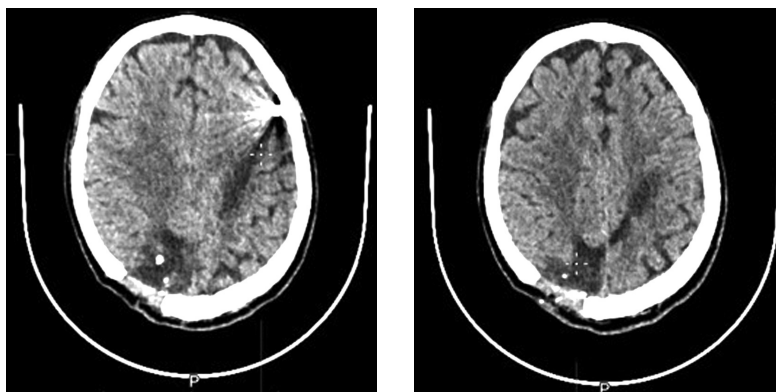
Пациент Д. КТ головы — состояние после резекционно-декомпрессионной трепанации теменной кости справа; отмечается массивный участок кистозно-атрофических изменений в правой затылочной, в обеих теменных долях и лобной доли слева приблизительно размерами 105×20 мм; в кортикальных отделах левой лобной доли отмечается инородное тело металлической плотности размерами 9×8 мм
